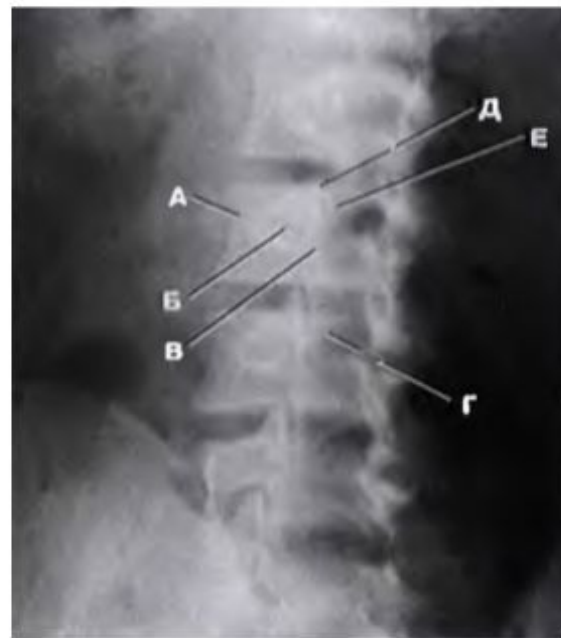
Рентгенограмма поясничного отдела позвоночника в косо́й проекции (фигурка скотч-терьера)
